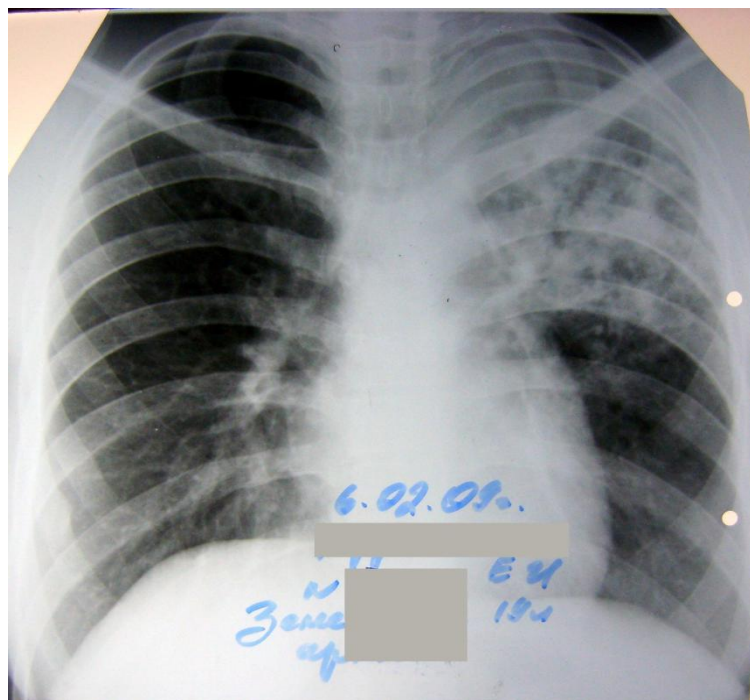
Обзорная рентгенограмма больной К. при поступлении.
